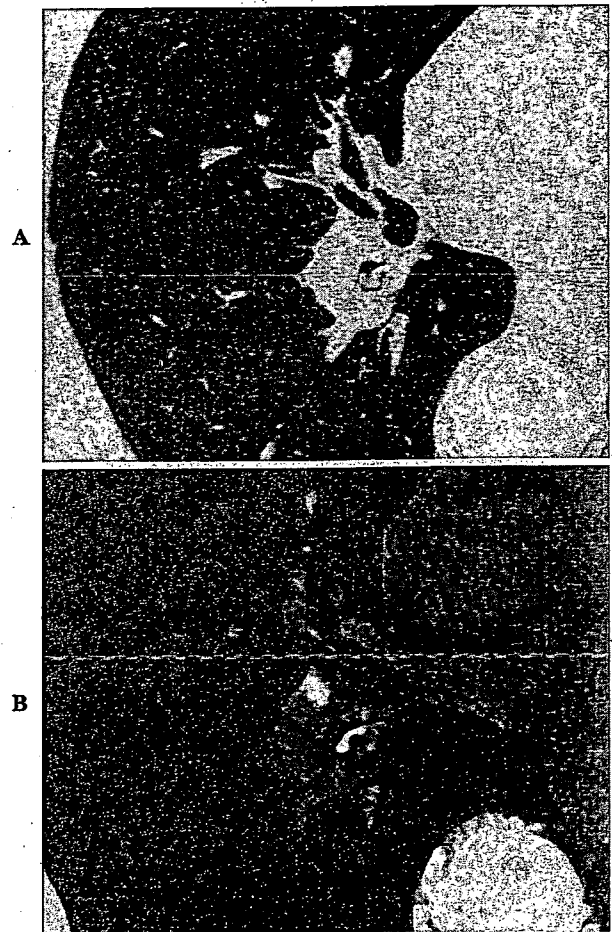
A. B. Chest CT showed the calcified lesion in the right lower bronchus, with thickening of the adjacent bronchus wall.
